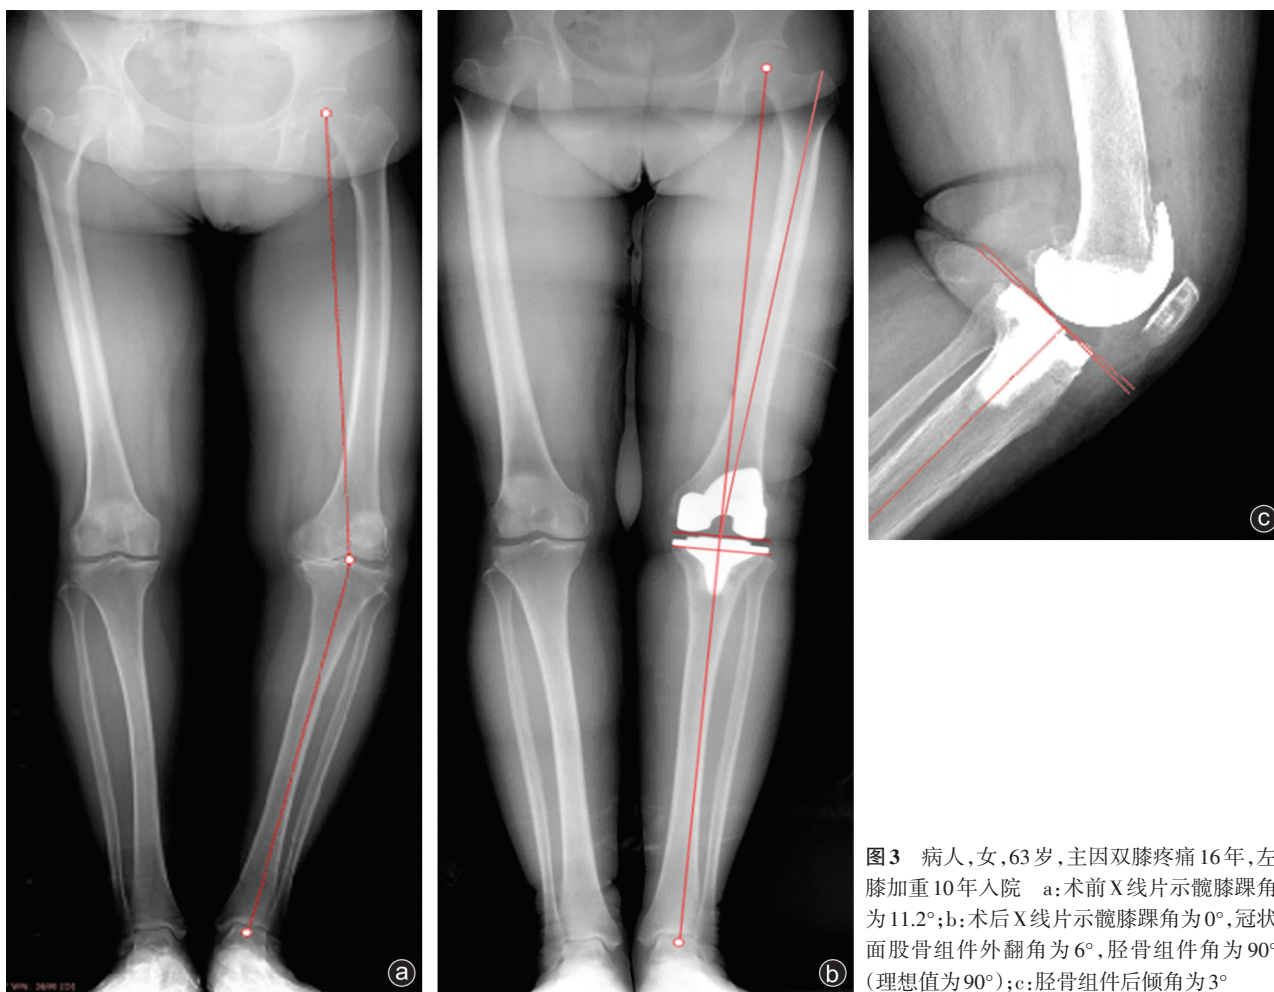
病人,女,63岁,主因双膝疼痛16年,左膝加重10年入院 a:术前X线片示髌膝踝角为11.2°;b:术后X线片示髌膝踝角为0°,冠状面股骨组件外翻角为6°,胫骨组件角为90°(理想值为90°);c:胫骨组件后倾角为3°
